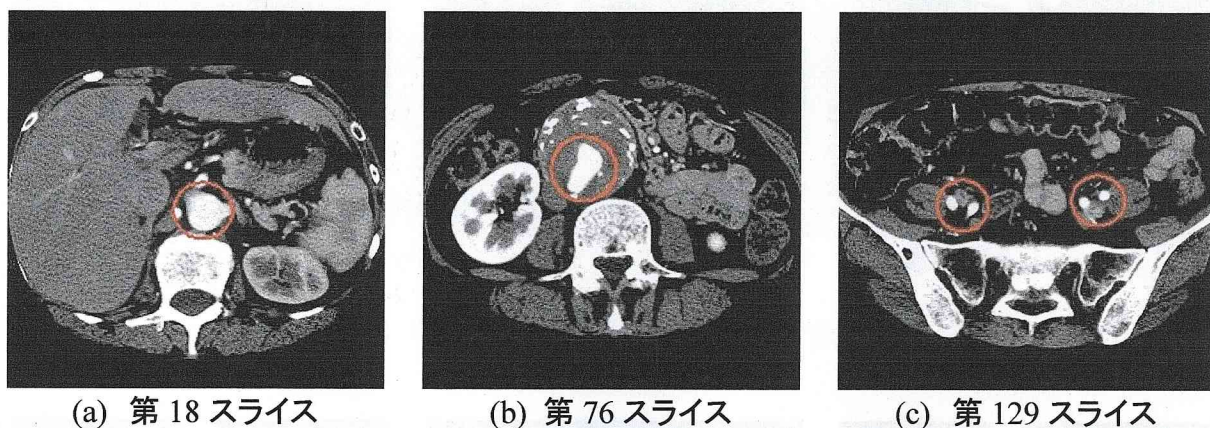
腹部X線CTデータ (赤丸内は大動脈)
